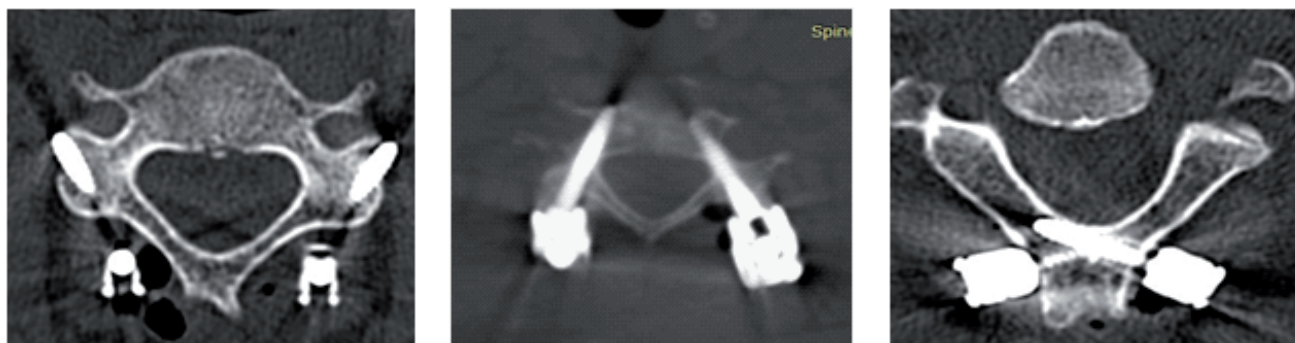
КТ в аксиальной проекции: 1а – винты установлены в боковые массы; 1б – транспедикулярно; 1в –интерламинарно.
